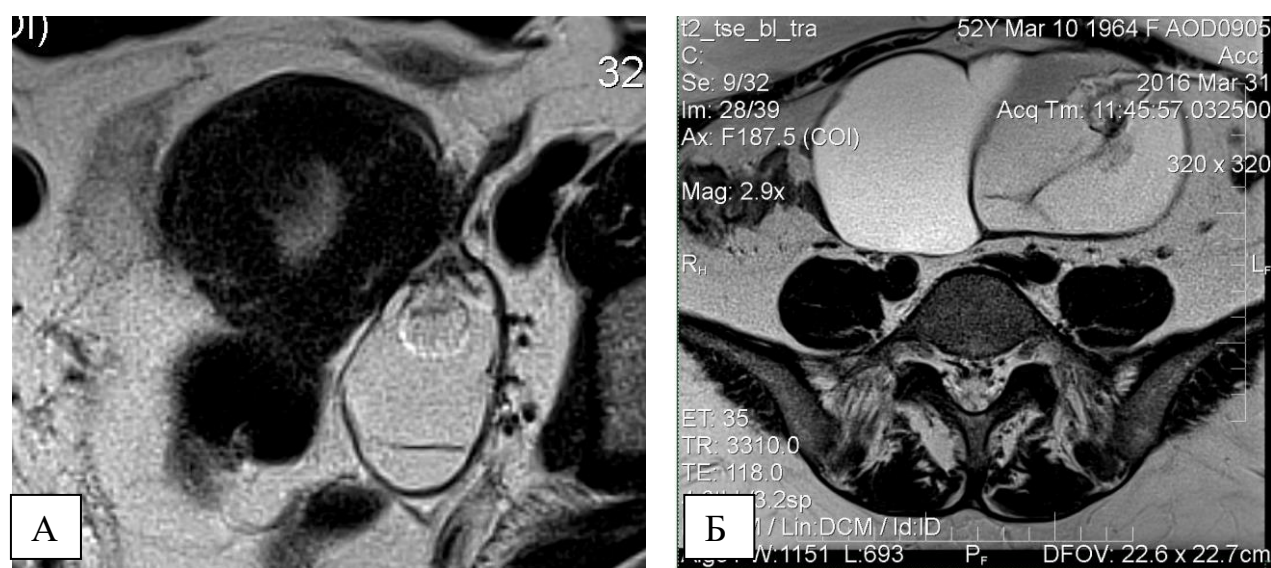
МРТ. T2-33. А. Багатокамерна серозна цистаденокарцинома з наявністю пристінно розташованого солідного компоненту. Б. Багатокамерна муцинозна цистаденокарцинома з пристінно розташованим солідним компонентом, посиленням після в/в контрастування.
